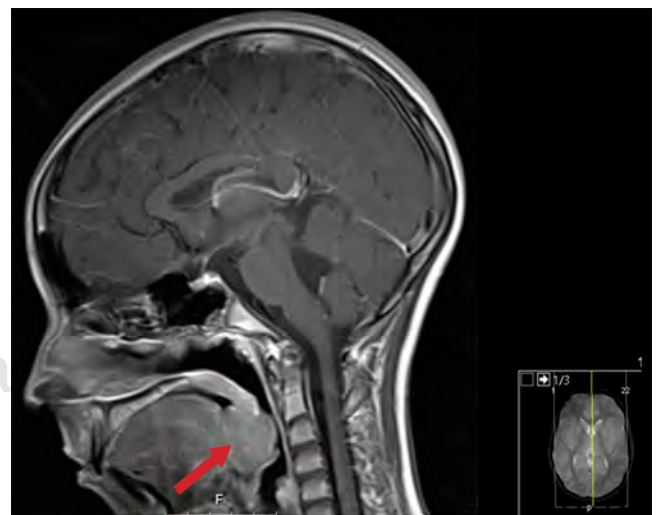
Nuclear magnetic resonance (NMR) in sagittal plane from head and neck. Arrow-hypertrophied lingual tonsil.
